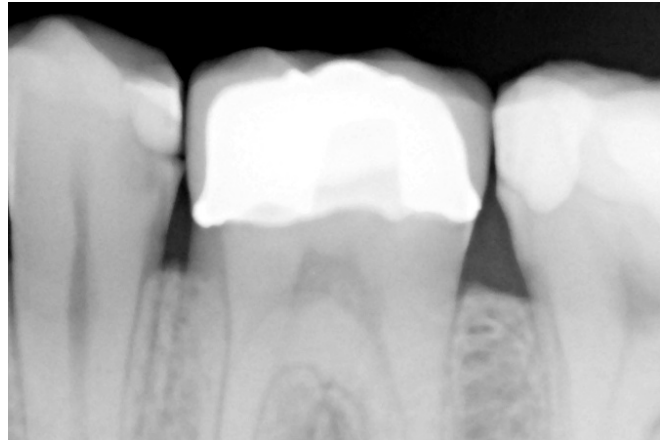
Radiografia de controlo.
